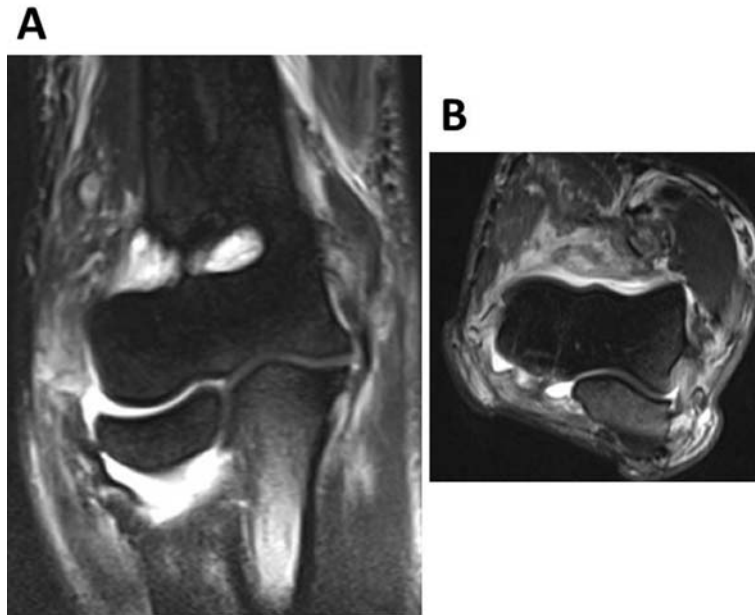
手術適応とした肘関節単純MRI (T2強調脂肪抑制), 冠状断像 (A) と横断像 (B) でLCLの上腕骨付着部からの剥離所見が確認される.
